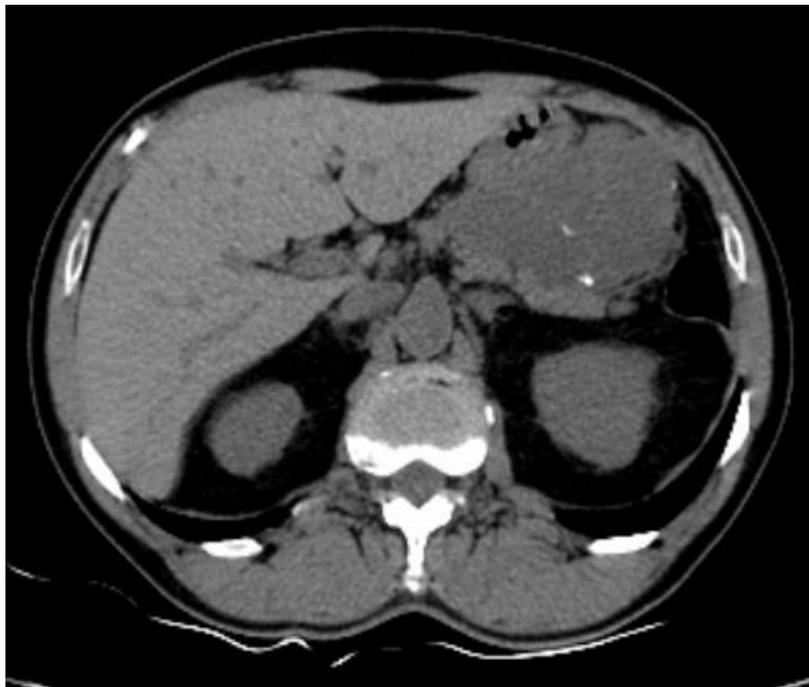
TAC abdominal donde se aprecia el tumor infiltrando cuerpo y cola del páncreas.
